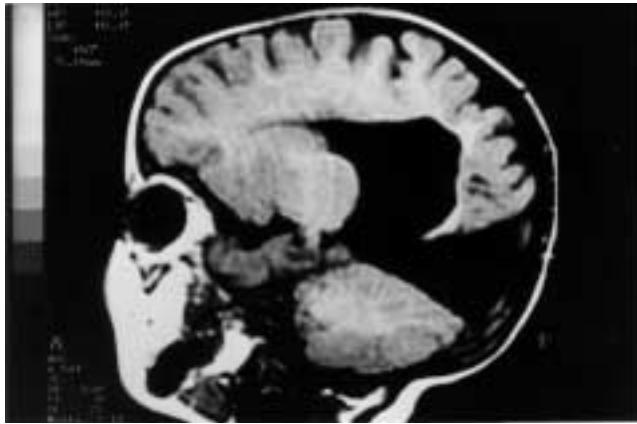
Holoprosencefalia lobar: Corte axial de RM craneal en T1, que muestra los lóbulos cerebrales bien formados con una cavidad ventricular única y ausencia de séptum pelúcidum.
